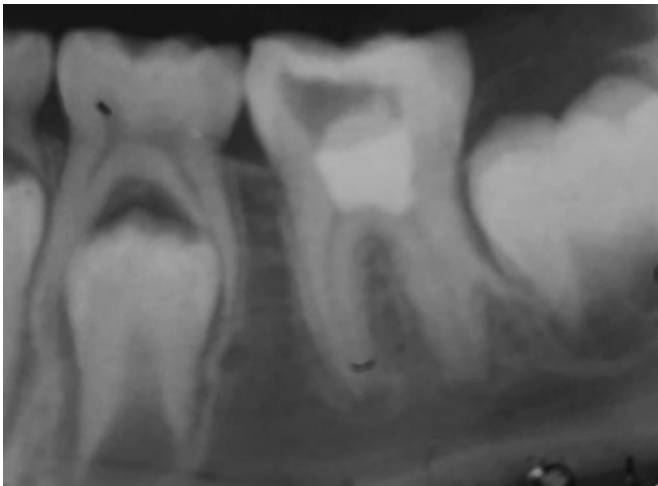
Radiografía de Rectificación.
